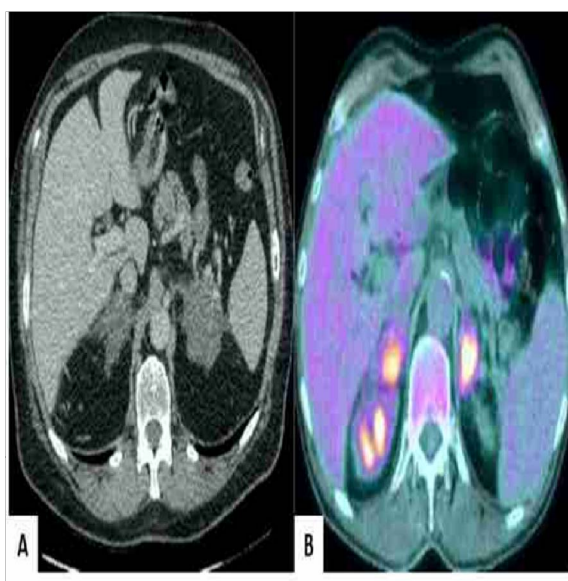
Imagen de tomografía por emisión de positrones que muestra intensa captación de fluorodesoxiglucosa en ambas glándulas suprarrenales.
